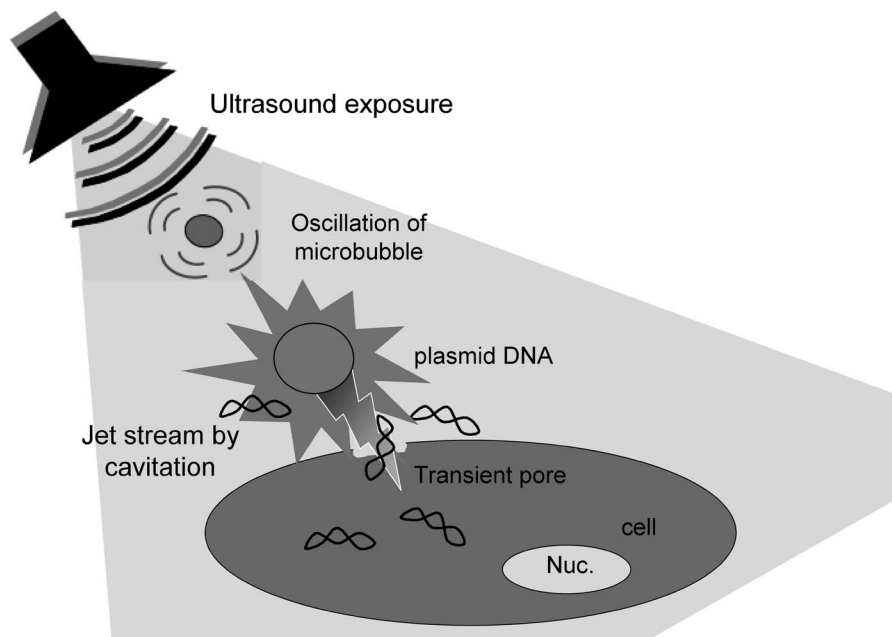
Mechanism of Gene Delivery with Microbubbles and Ultrasound
